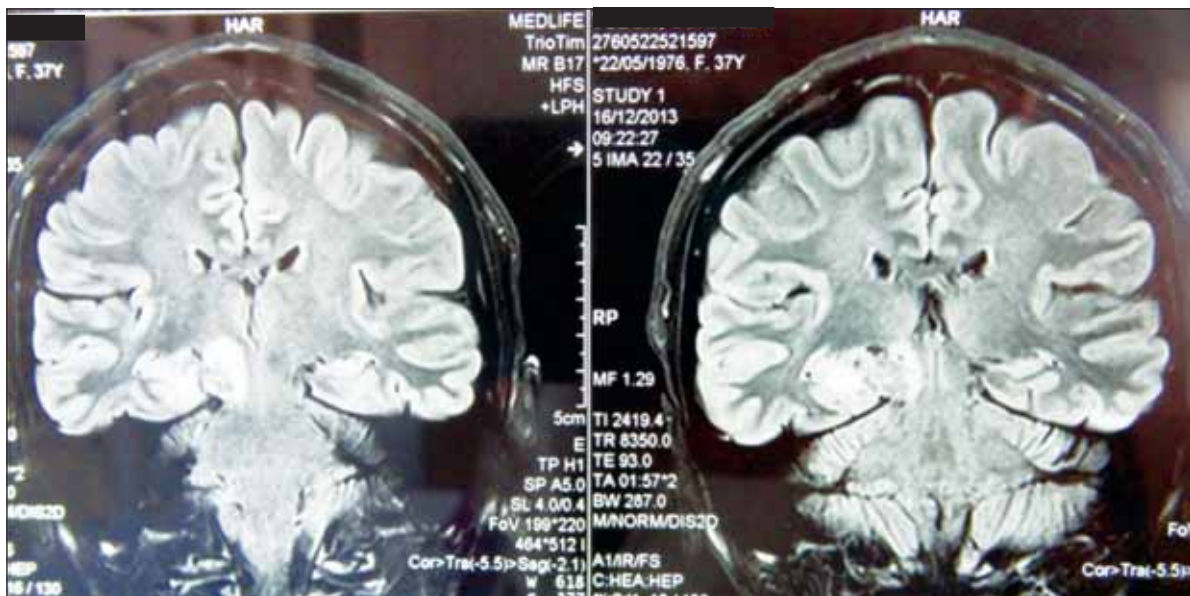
RMN-ul cerebral din 16 decembrie 2013
